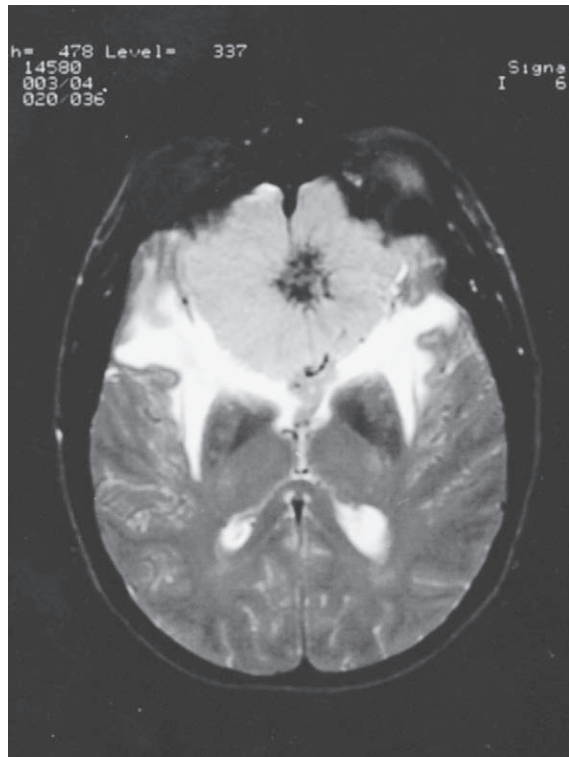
MRI de un meningioma con realce mediante gadolinio. Masa subfrontal grande con calcificación central y edema vasógeno circundante. Es característico del tumor el realce homogéneo.
